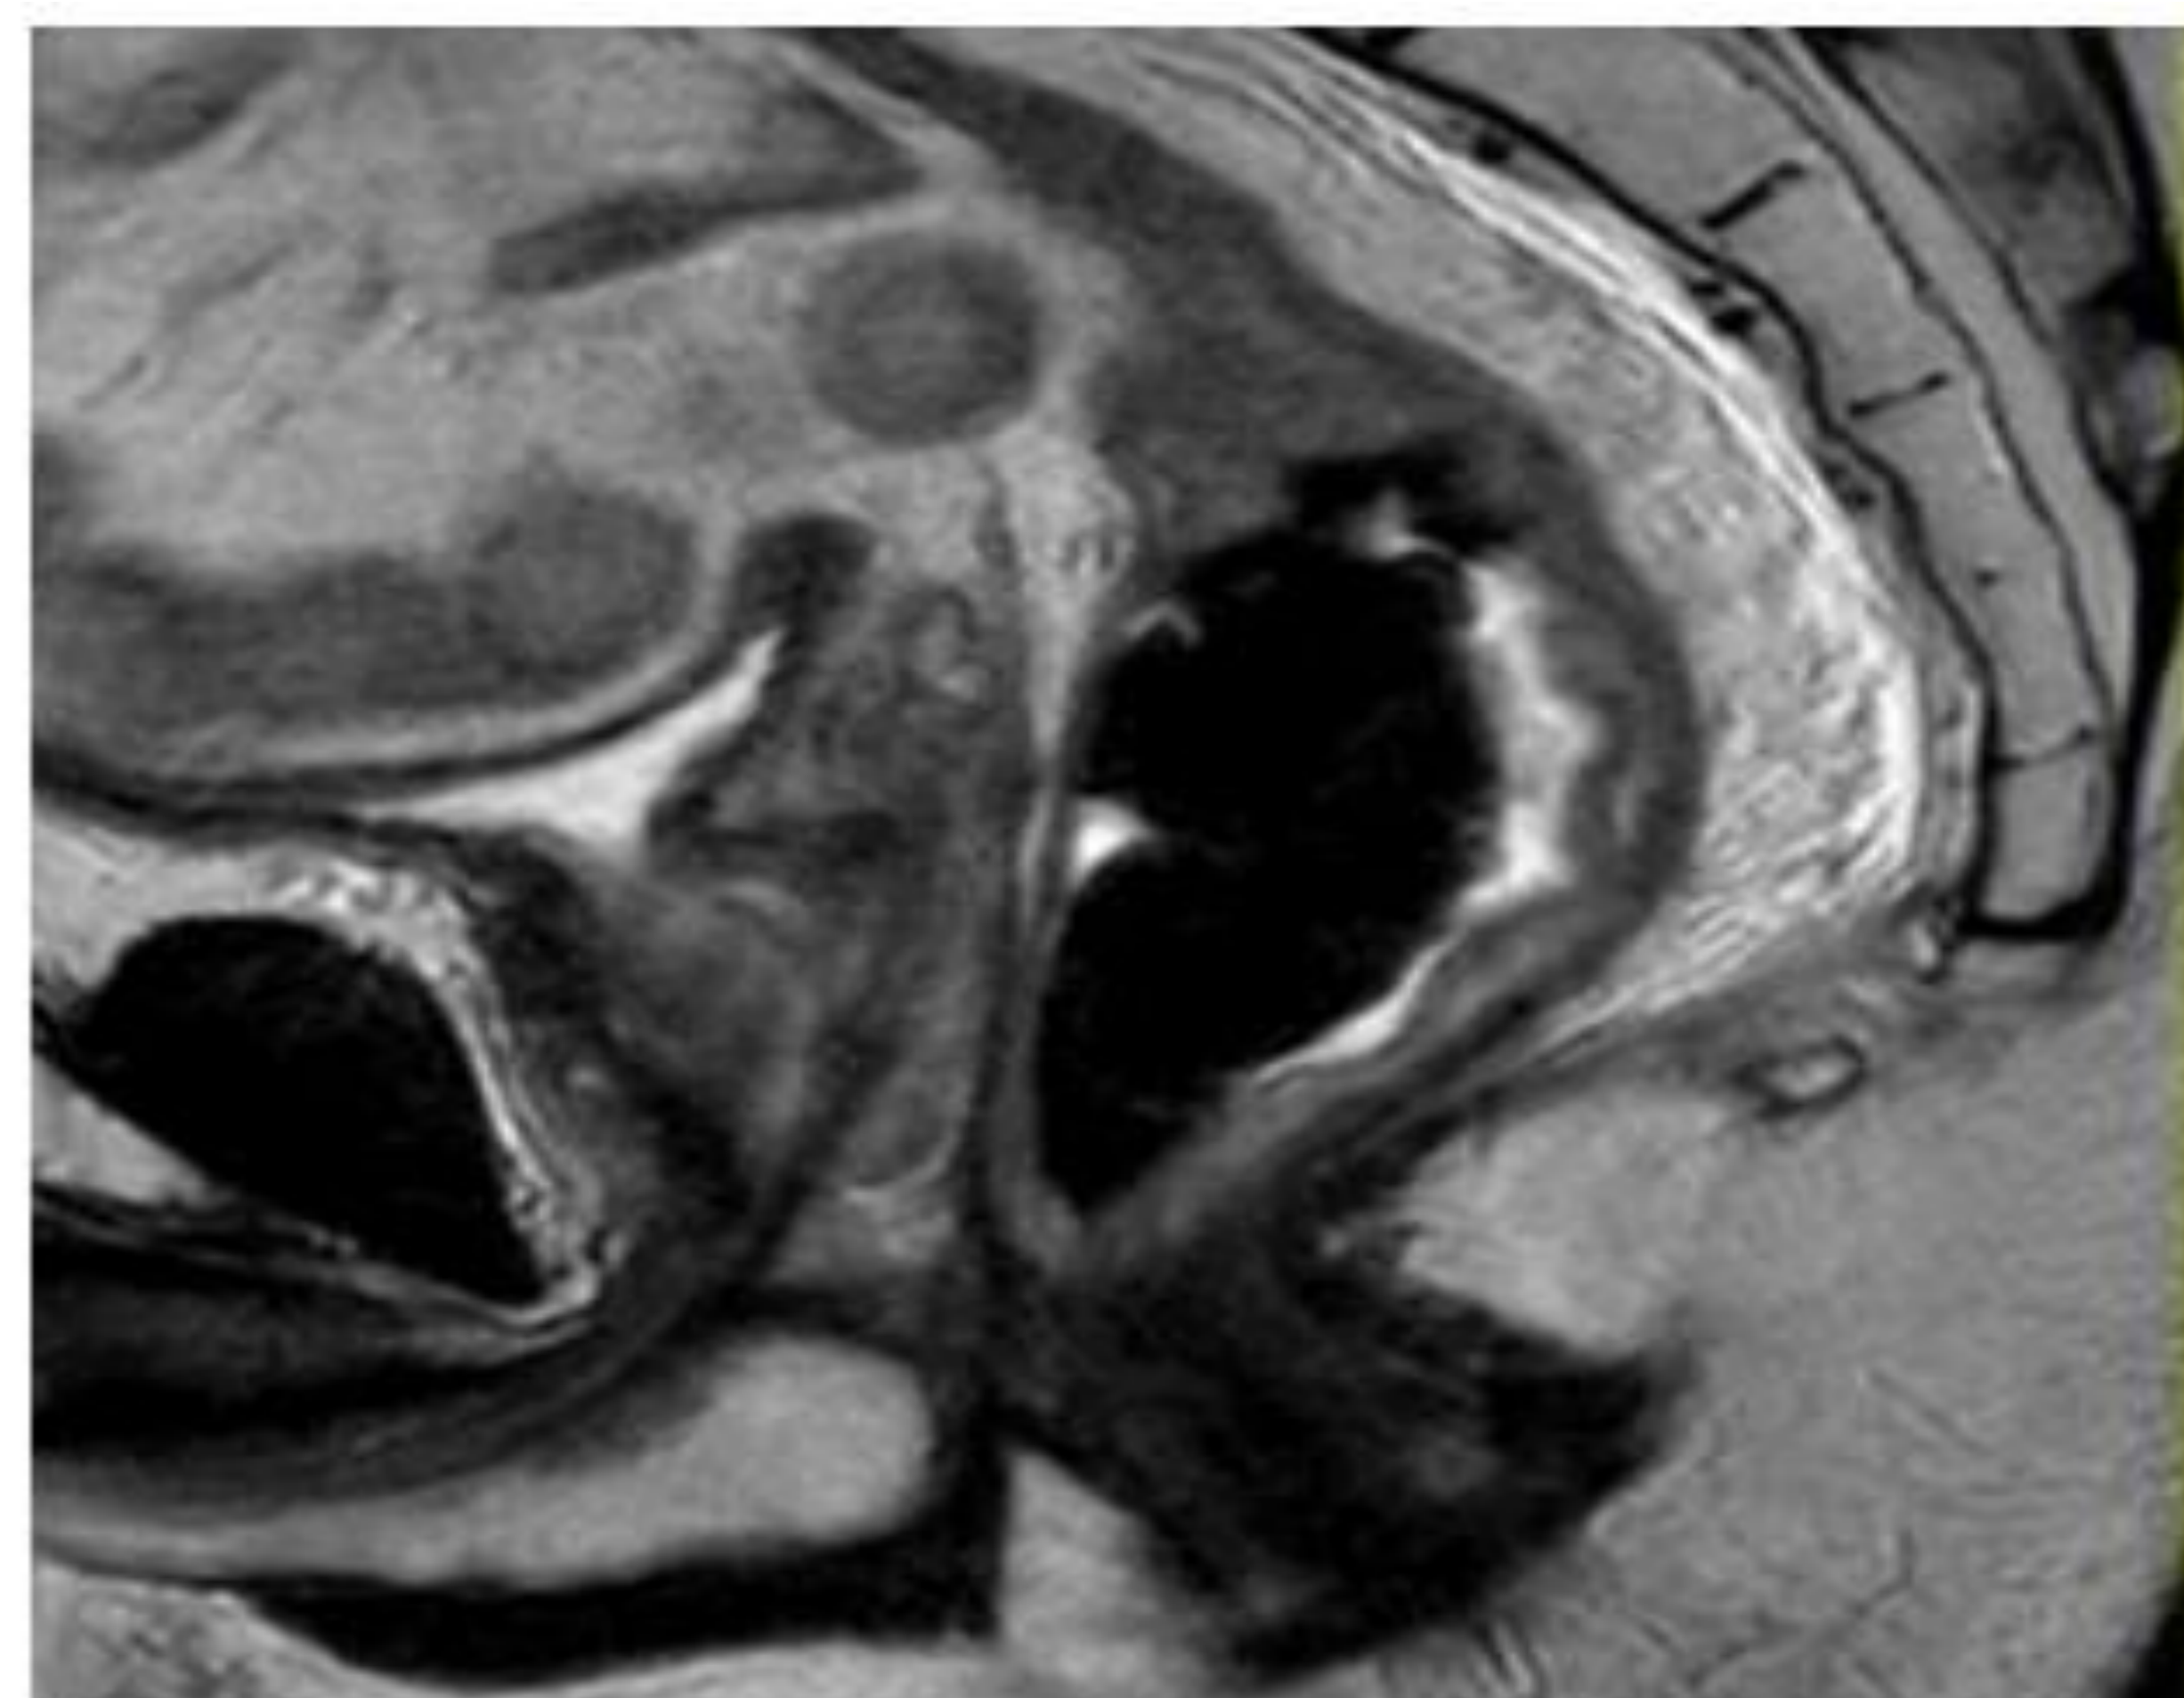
A la izquierda imágenes T2 sagital y DWI antes del tratamiento (tumor polipoides de recto medio y bajo T3aN1b) y a la derecha T2 sagital y DWI en la RM postratamiento (ypT2N0).
